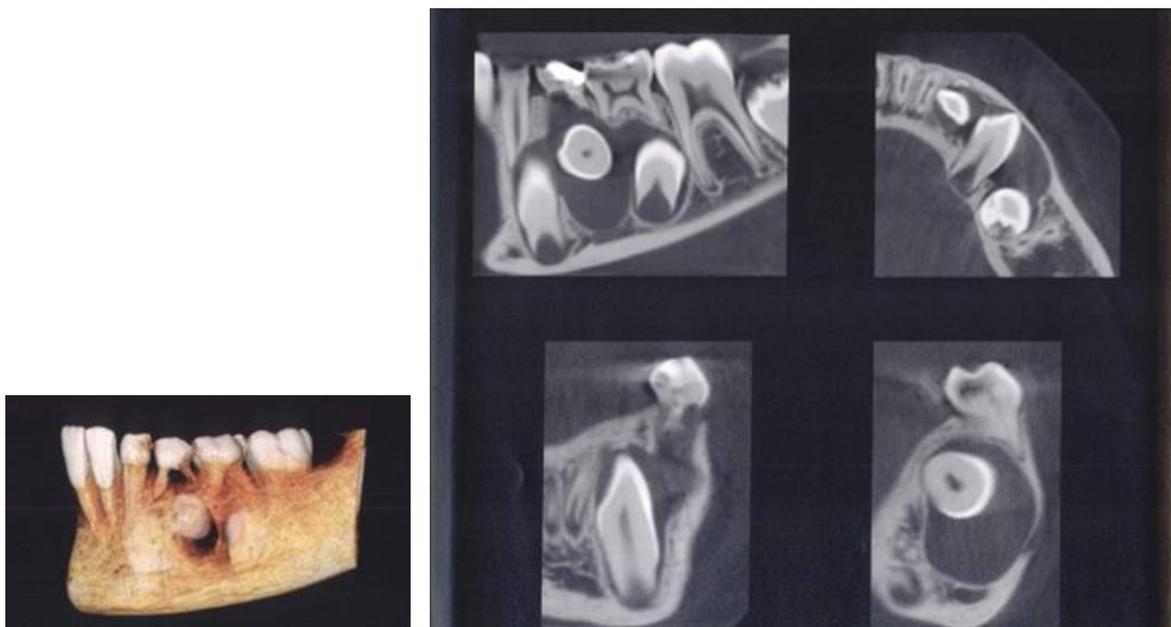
Tomografia evidenciando presença de imagem hipodensa, circunscrita, bem delimitada, envolvendo a coroa do elemento 34 e capuz pericoronário dos elementos 33 e 35, compatível com cisto dentígero.
